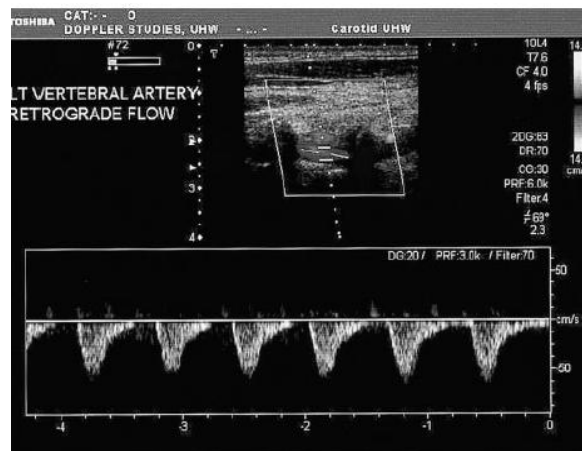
Análisis ecográfico doppler que muestra una onda retrograda de la AV.
